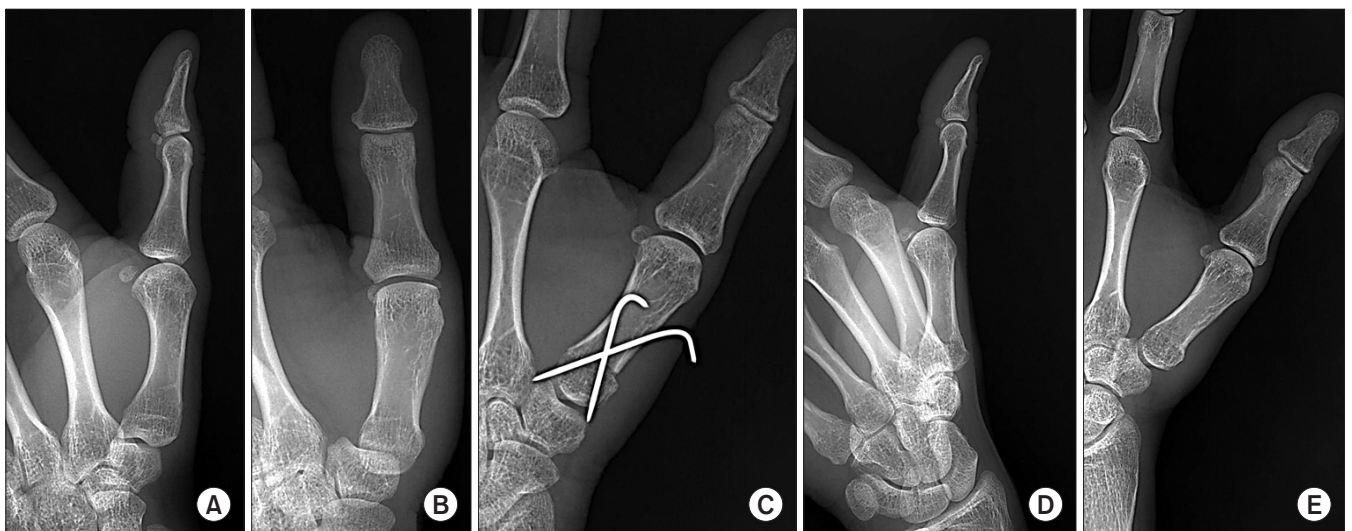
(A, B) Preoperative simple radiographs of a 41-year-old female (case 7), with Eaton stage I. (C) A postoperative radiograph. (D, E) Ten-year follow-up radiographs showed Eaton stage II status; overall clinical evaluations were 'satisfactory.'
